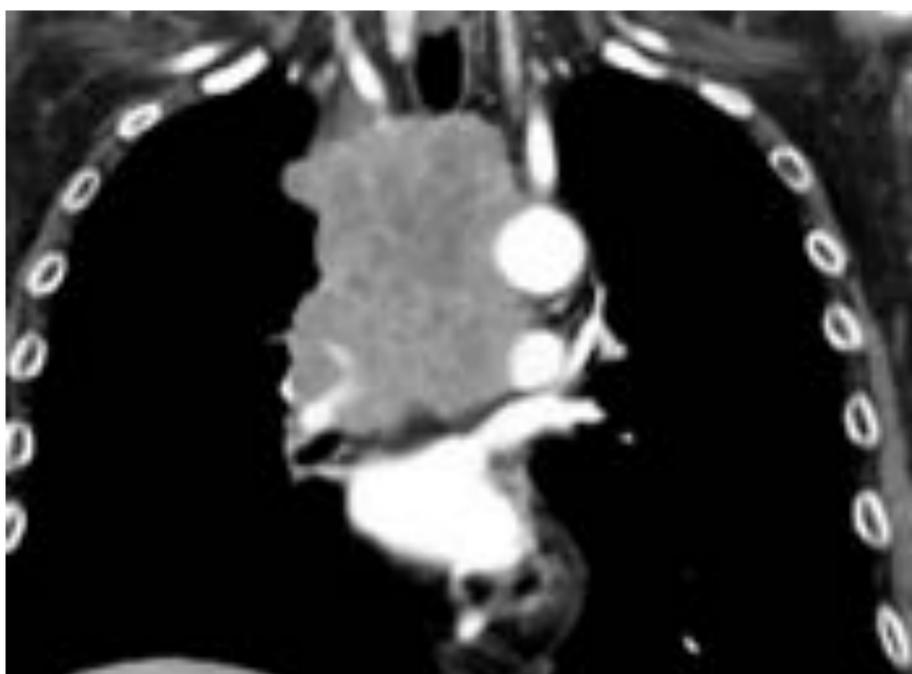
Tumor pulmonar de células pequeñas típico: la TC muestra una gran masa mediastínica.
